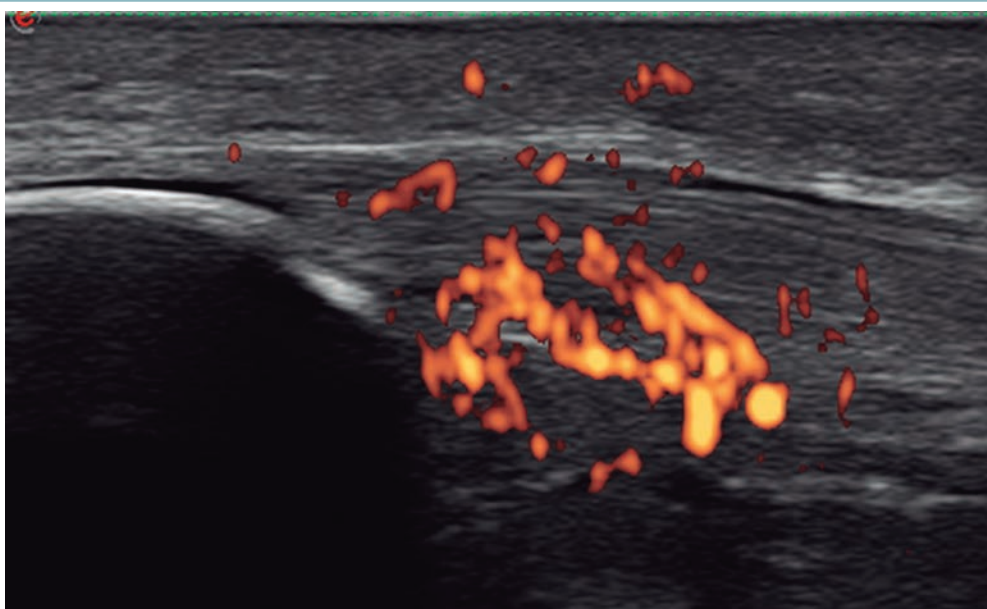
Entesite na inserção proximal do tendão patelar em paciente com espondiloartrite. O power Doppler intensamente positivo sugere entesopatia de causa inflamatória.
